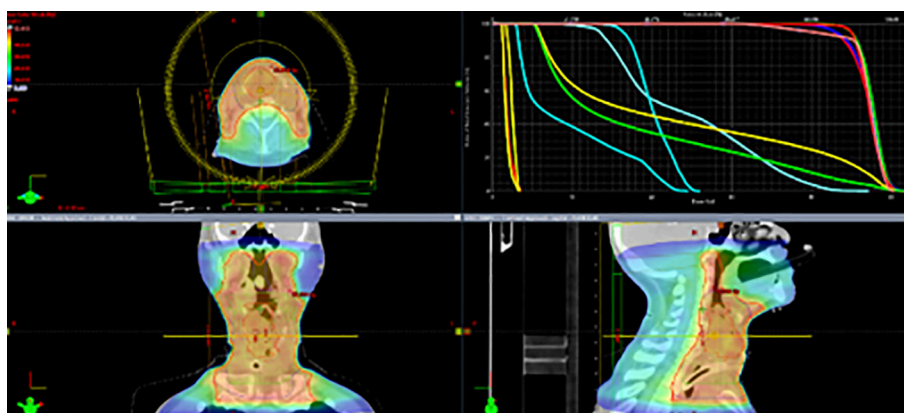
Corresponde a un paciente masculino de 71 años con diagnóstico de un carcinoma de células escamosas moderadamente diferenciado de laringe, clasificado como un cT4aN2M0 ST-IVA, estatus posterior a colocación de traqueostomo, se observa la delimitación de volúmenes en CT en sus 3 planos correspondiente al volumen de planificación (PTV 50) en color rojo, que incluye, tumor laríngeo en rojo (GTV), niveles ganglionares II-III-IV-V-VI y ganglios positivos con técnica de planificación de intensidad modulada en arcos (VMAT) cumpliéndose con las restricciones dosimétricas en órganos a riesgo.
